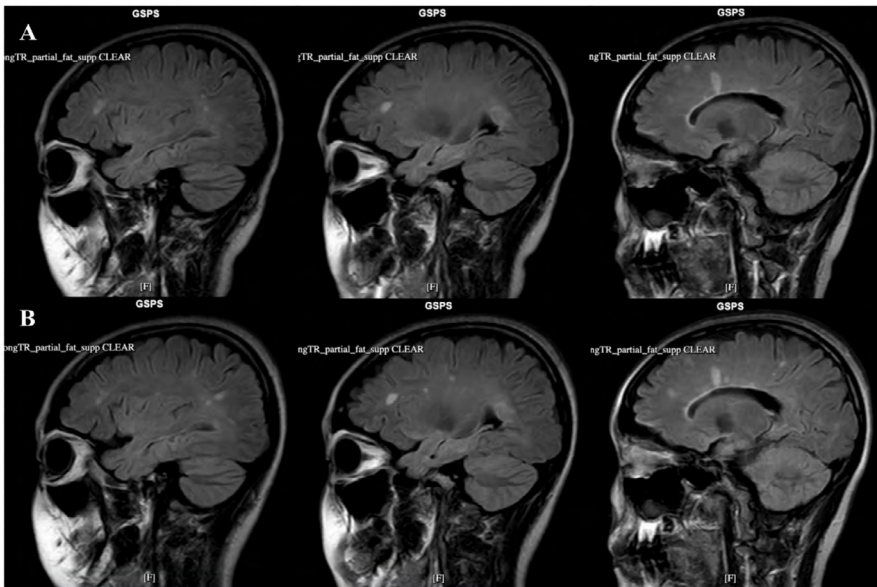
Sagittal brain MRI (FLAIR sequence) comparison at initial presentation (row A) and two years later (row B)
